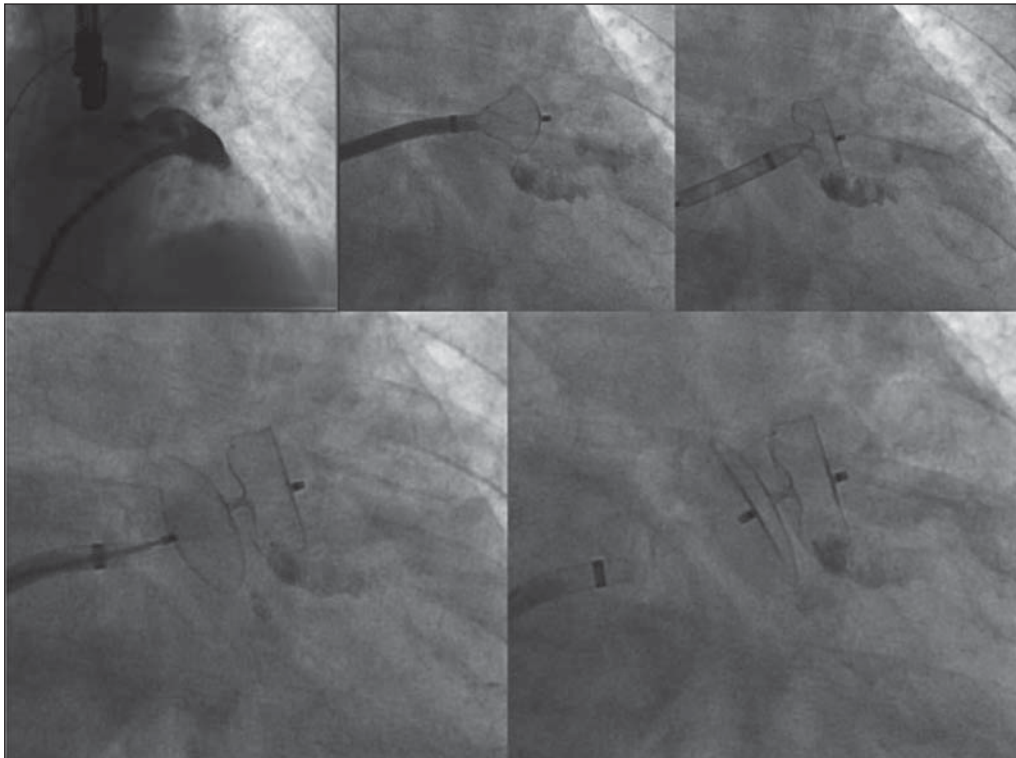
Immagini radiografiche che mostrano il posizionamento, l'apertura del device occludente ed il suo rilascio definitivo
